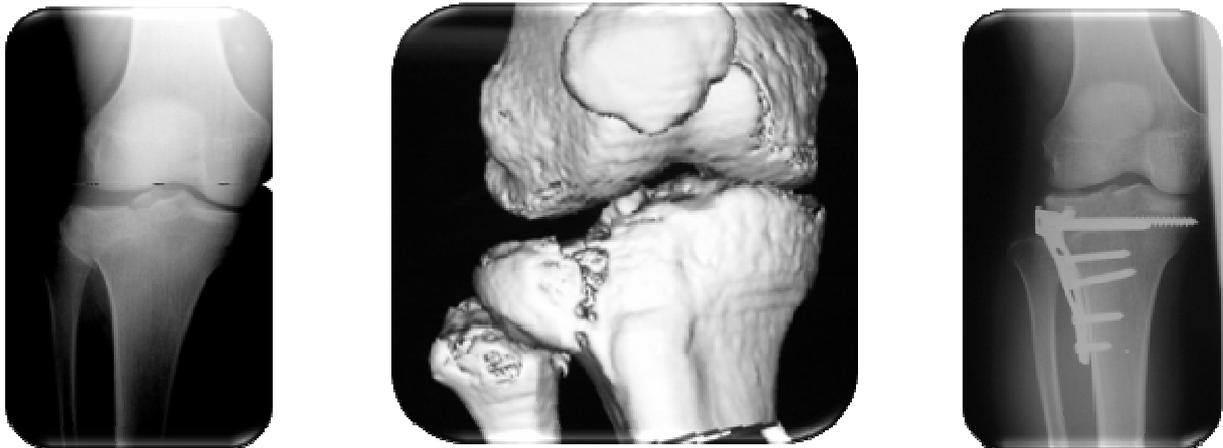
oben: Schienbeinkopfbruch, a) konventionelles Rontgenbild, b) 3D-CT-Bild, c) Rontgenbild nach der Operation mit einliegender winkelstabiler Platte
